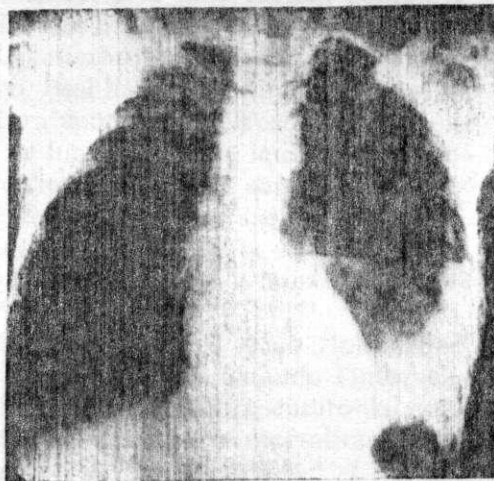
B.S. a. 36 - Rottura spontanea dell'esofago. Radiografia del torace in proiezione antero-posteriore al momento del ricovero. Presenza di idropneumotorace sinistro.
